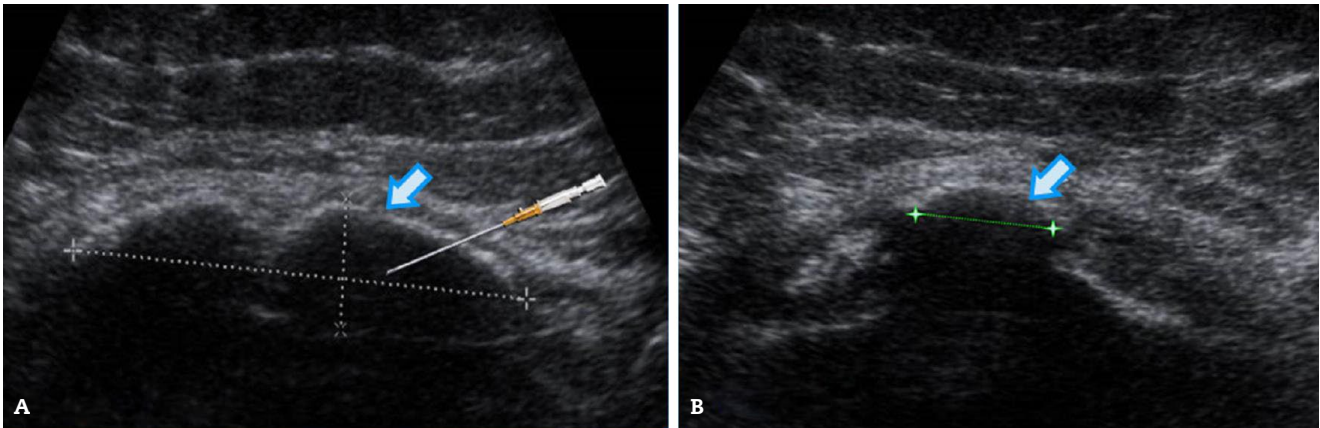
A) Ecografía de las bolsas calcificadas en el síndrome de Pellegrini-Stieda con sus diámetros (flecha). B) Ecografía de la calcificación inicial del ligamento colateral interno femoral (flecha). Diámetros: 37 x 9 x 17 mm.
